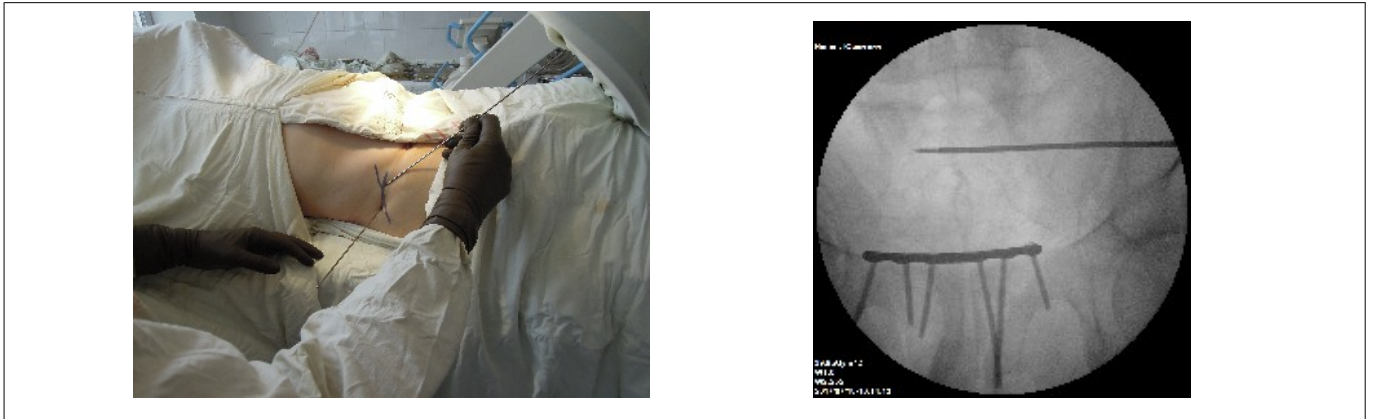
Слева: внешний вид — спица указывает направление луча, направленного перпендикулярно линии параллельной передней поверхности тела S1 позвонка. Справа: рентгенограмма крестца в прямой проекции — проекция outlet на экране ЭОП.
